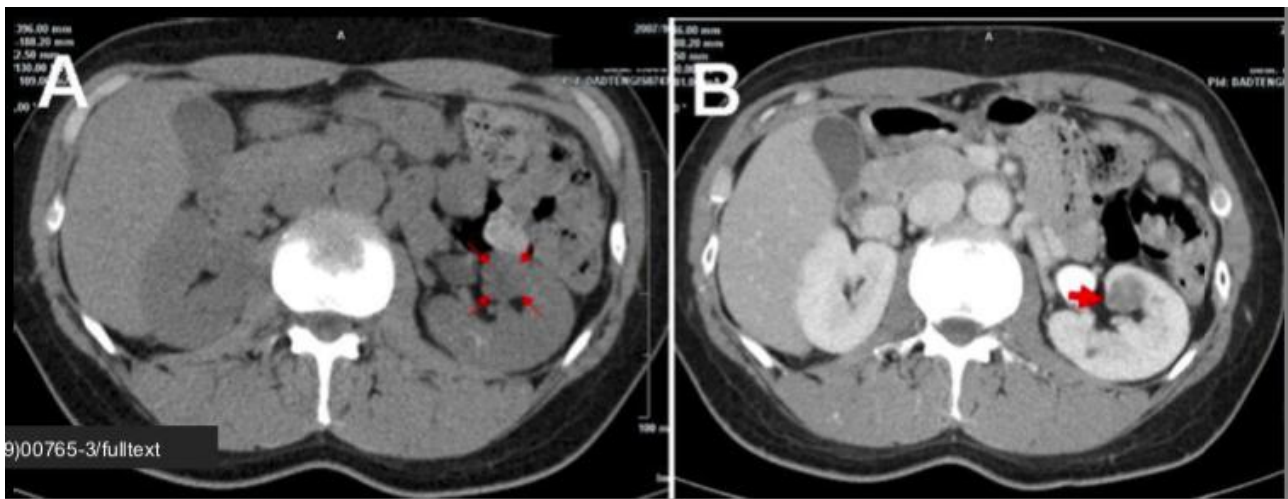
TDM C+ montrant une lésion ronde en rapport avec une tumeur a cellules juxta-glomérulaires
